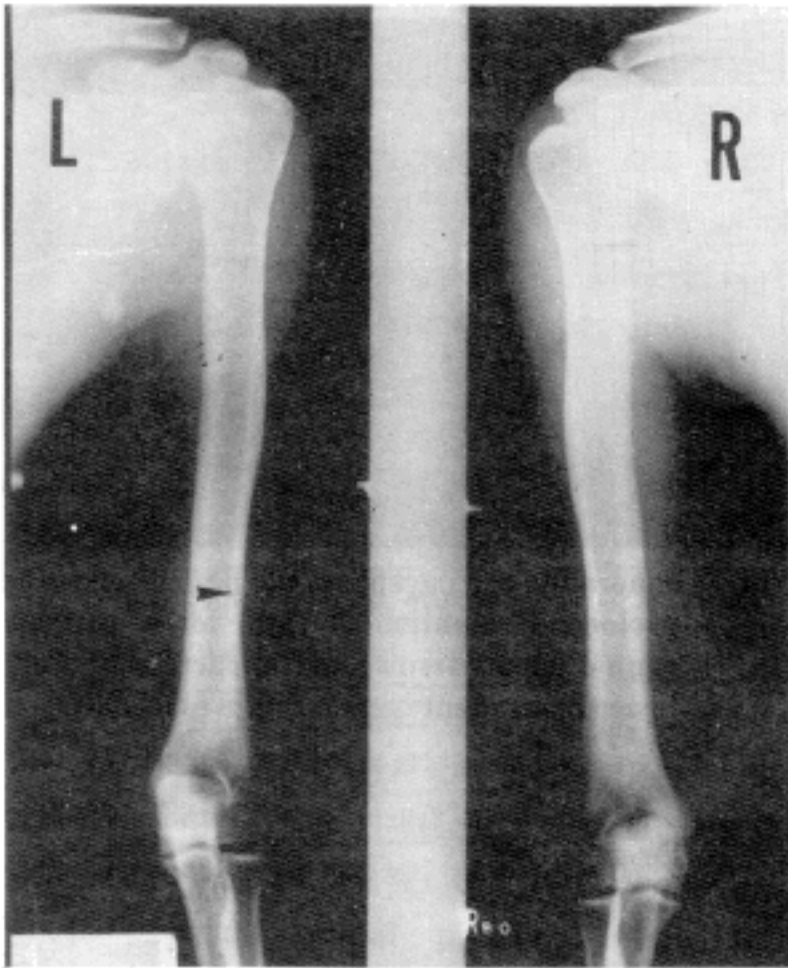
X-ray of both humerus shows osteochondroma in distal one-third on left side (arrow).
